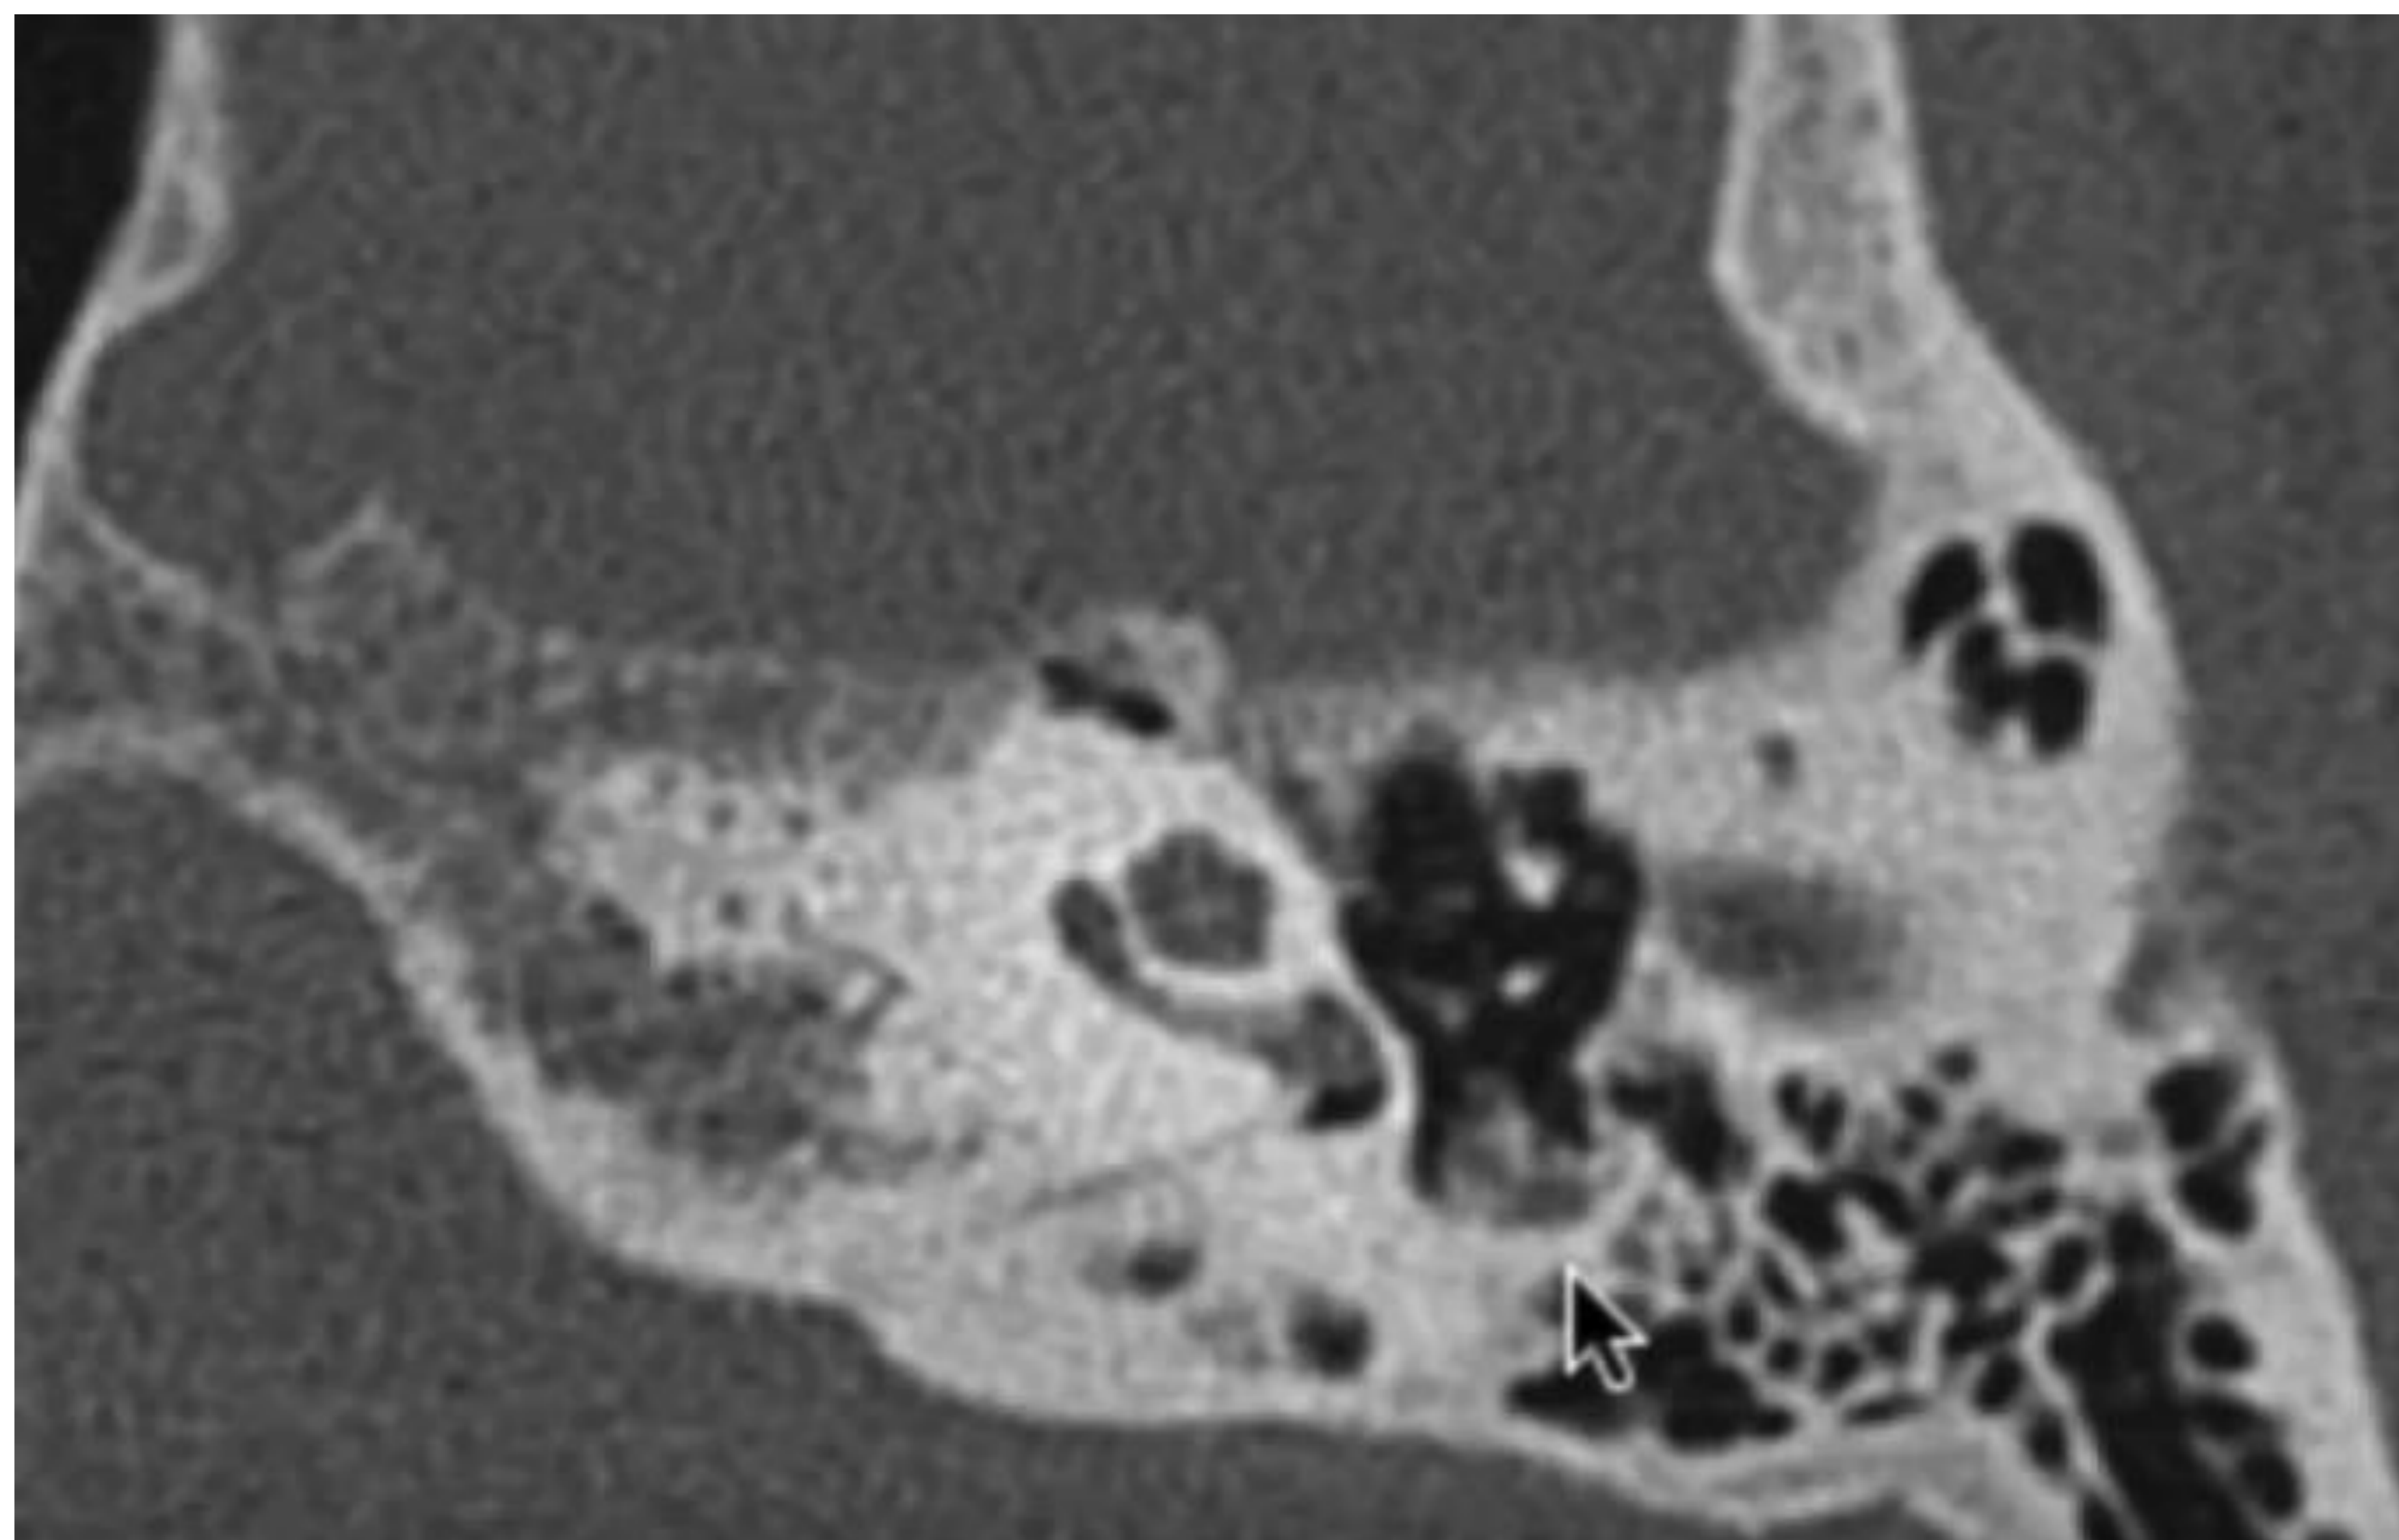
Corte axial TC: músculo y tendón estapedial en la eminencia piramidal.
